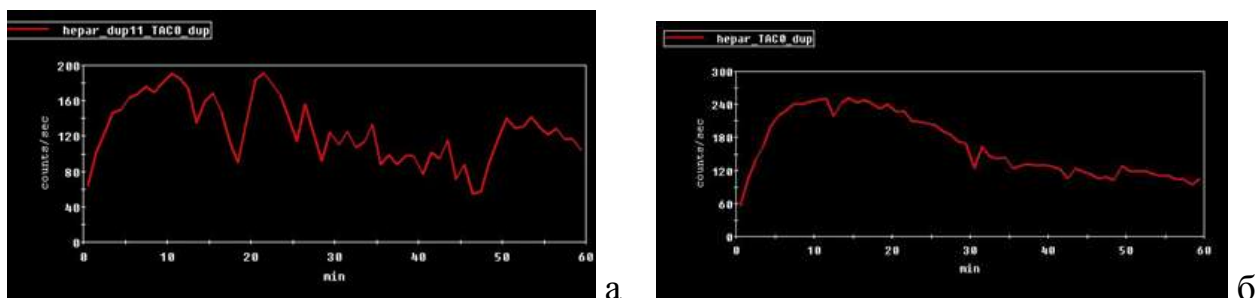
Сцинтиграмма прохождения меченой желчи через БДА: а – определяются множественные рефлюксы, б – картина после курса Тримебутина.
